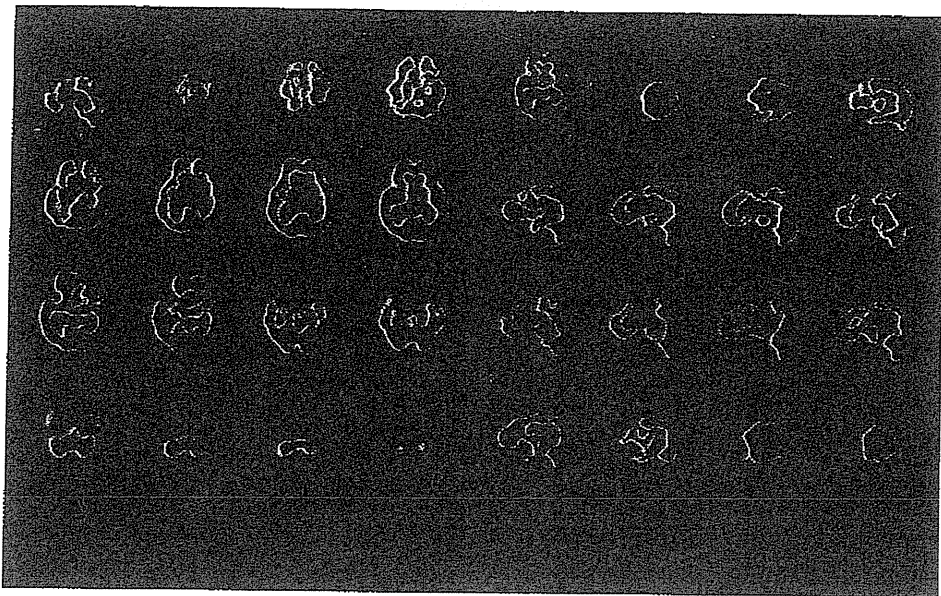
症例3の脳血流 SPECT ( $^{123}\text{I}$ -IMP)
